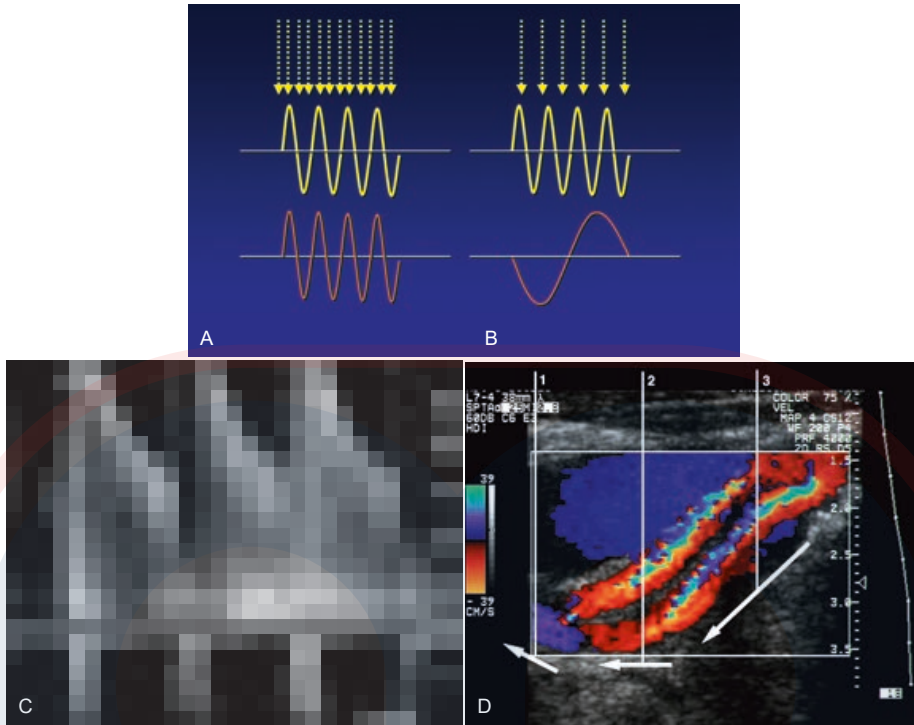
Solapamiento. La frecuencia de repetición de pulso (PRF) determina la tasa de muestreo de una frecuencia Doppler dada. A) Si la PRF (*flechas*) es suficiente, la forma de la onda muestreada (*curva anaranjada*) estimará de forma adecuada la frecuencia que se está muestreando (*curva amarilla*). B) Si la PRF es menor de la mitad de la frecuencia que se está midiendo, el submuestreo resultará en un cambio de frecuencia menor que el que se visualiza (*curva anaranjada*). C) En un contexto clínico, el solapamiento aparece en la visualización espectral como una "envoltura" de las frecuencias más altas que se muestran por debajo de la línea de base. D) En la visualización Doppler a color, el solapamiento resulta en una envoltura del mapa de color de frecuencia desde una dirección del flujo hacia la dirección opuesta, pasando a través de una transición del color insaturado. La velocidad a través del vaso es constante, pero el solapamiento aparece solo en porciones del vaso debido al efecto del ángulo Doppler sobre el cambio de frecuencia Doppler. A medida que el ángulo se incrementa, el cambio de frecuencia Doppler disminuye, y el solapamiento ya no se considera.
